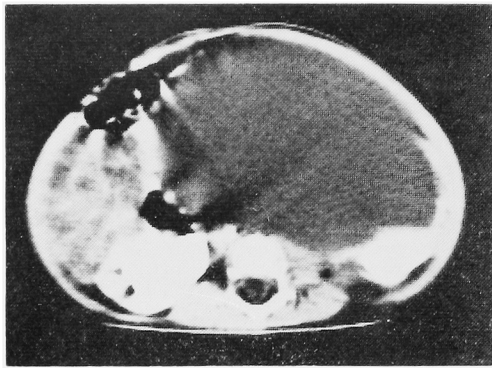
CT scan showed a large homogeneous low density mass.
